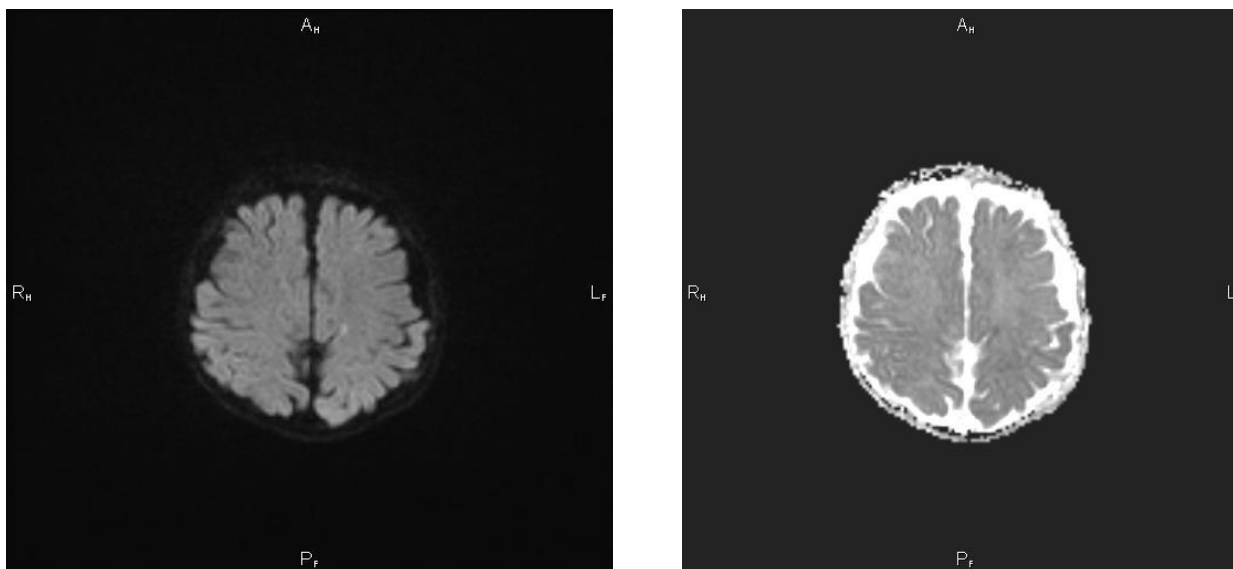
МРТ головного мозку в динаміці через 1 місяць: наростання атрофічних змін паренхіми головного мозку (Джерело: надано лікарями радіологами відділення радіології НПМЦ ДКК МОЗУ)
